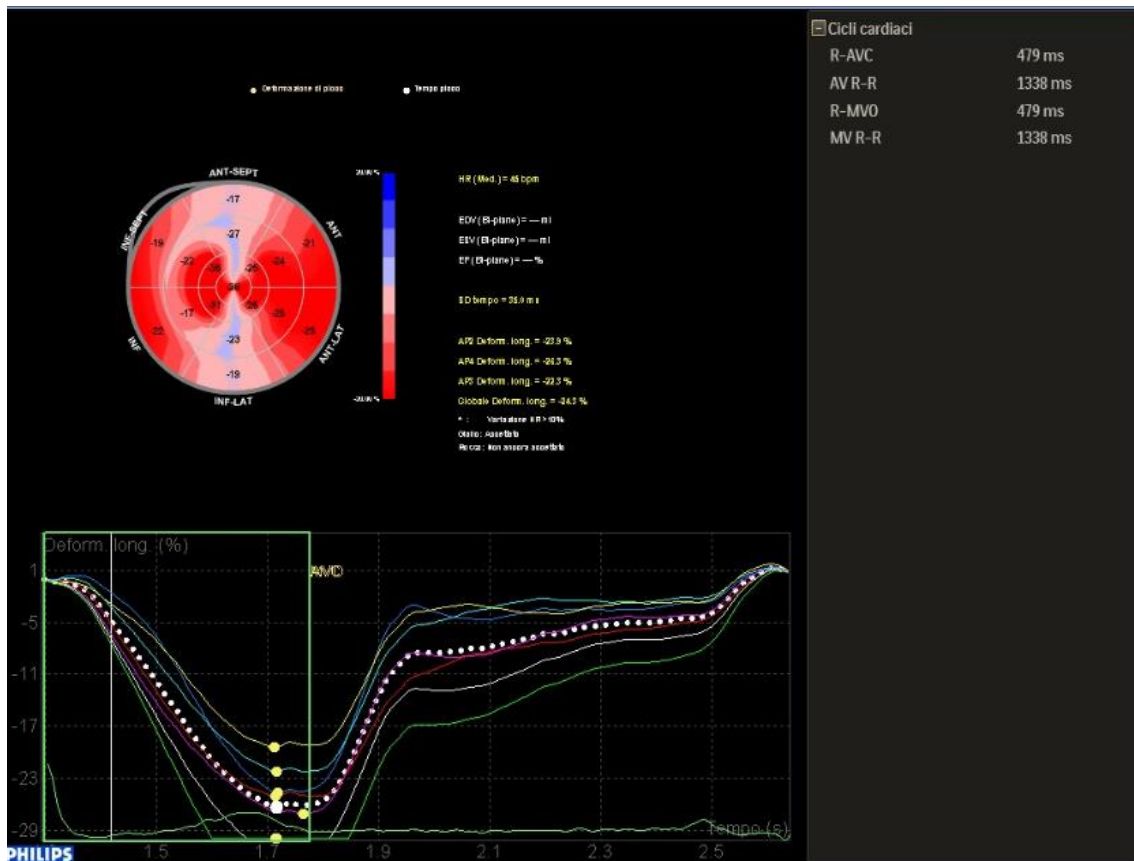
Strain longitudinale: “bull eye” di paziente con J Wave Syndrome. Paziente con buona funzione ventricolare sinistra e normocinesia dei segmenti miocardici all’ecocardiogramma 2D; all’analisi strain: in alto rappresentazione colorimetrica con zone di minor contrattilità (rosa pallido) e zone di contrazione “non in fase”(discinesia, azzurro/blu); in basso rappresentazione grafica sotto forma di curve sistole-diastoliche regionali e di una curva tratteggiata in bianco, che indica il valore medio di strain/strain rate della singola sezione, che evidenziano una dispersione sia spaziale che temporale fra i vari segmenti sia in sistole che in diastole.
